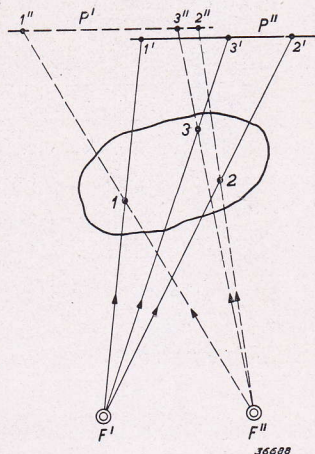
Bij het opnemen van stereoscopische röntgenbeelden worden achtereenvolgens met twee foci F' , F'' op een onderlinge afstand van bijv. 5 cm schaduwbeelden op twee overeenkomstig opgestelde platen P' , P'' ontworpen en gefotografeerd. Het bekijken der foto's kan in principe op dezelfde wijze plaats vinden, waarbij de oogen de plaats der röntgenfoci innemen.
